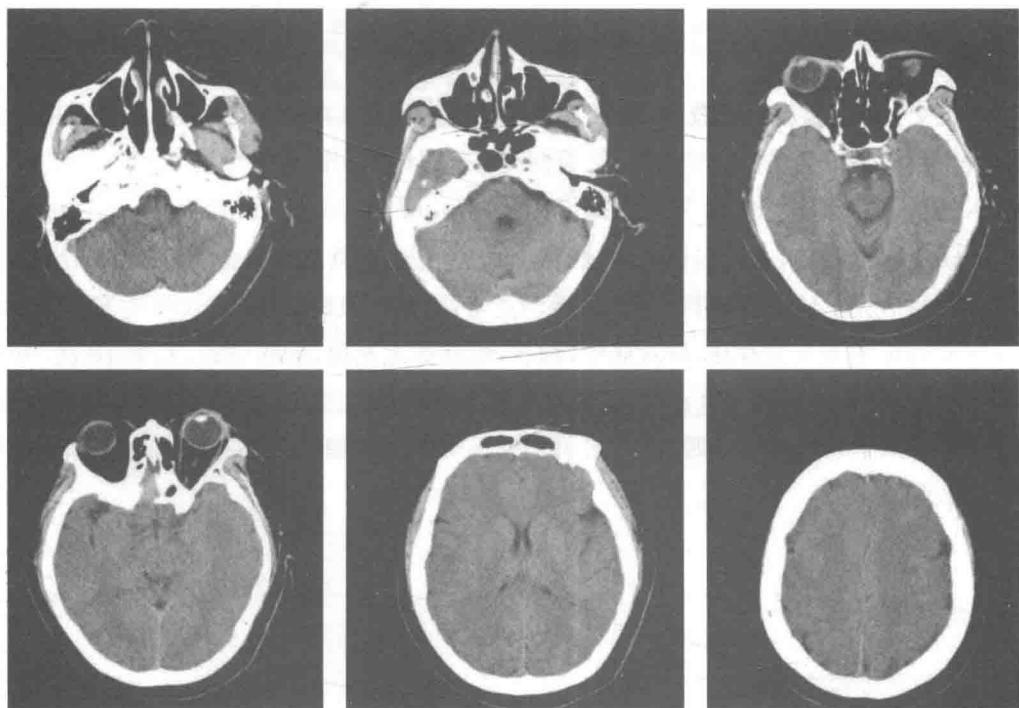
头颅 CT 扫描显示，中线结构无移位，脑室系统形态正常，部分脑池脑沟增宽，脑实质内未见明显异常密度影；颅骨未见明显外伤性骨折
